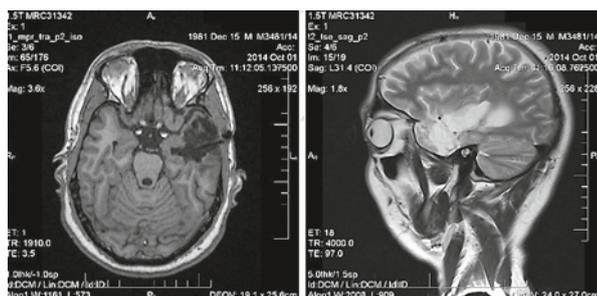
МРТ октябрь 2014
